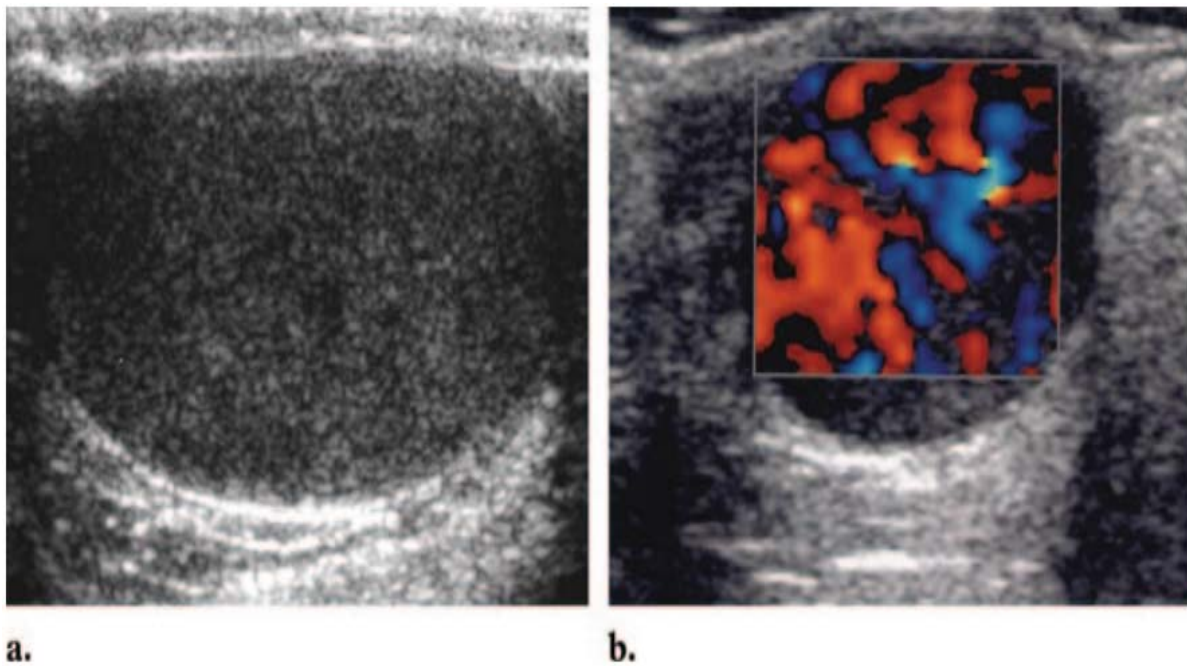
LNH chez un garçon de 14 ans. (a) L'échographie montre un testicule élargi avec une infiltration lymphomateuse diffuse et non homogène. Le hile du testicule n'est pas visualisé.(b) L'échographie Doppler couleur montre une hyperémie intense du testicule.
